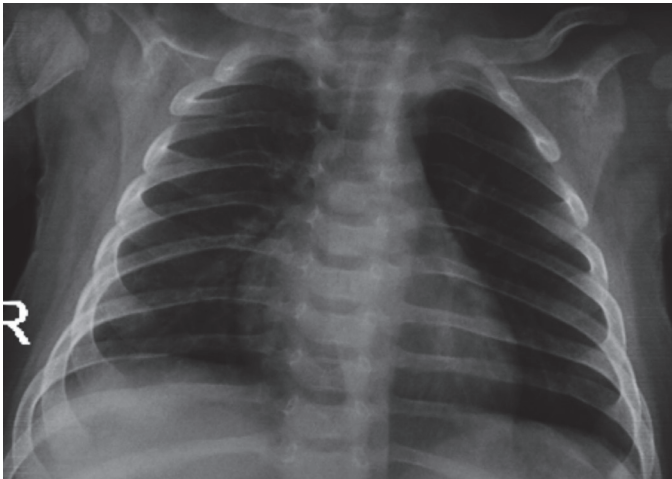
Beşinci gün kontrol akciğer grafisinde konsolide alan ve etrafında pnömotoraks görünümü
